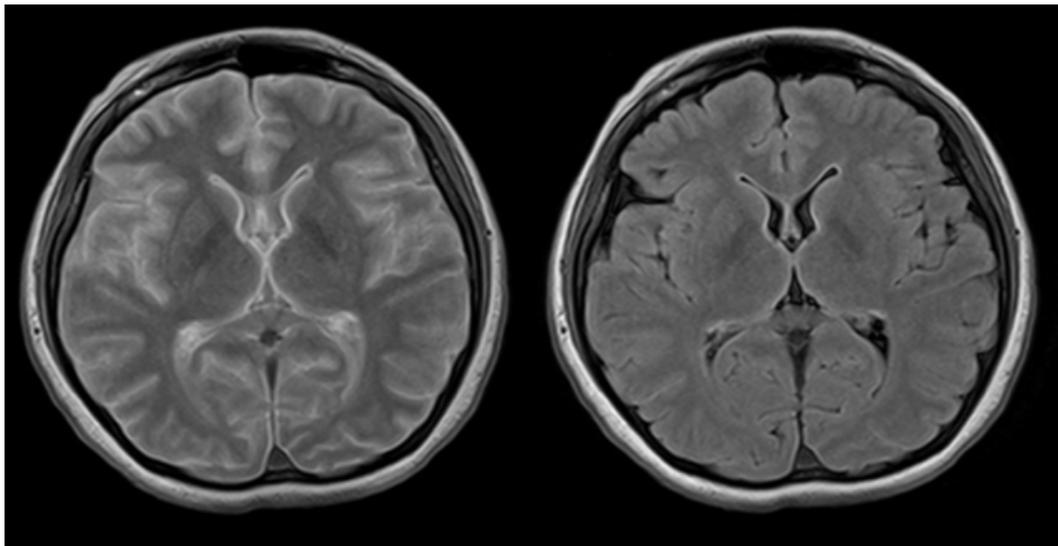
図 体温低下による死後頭部 FLAIR 画像の水信号抑制不良とその最適化
